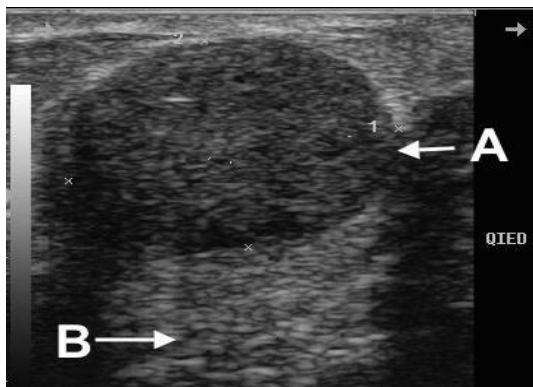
Aspect échographique d'un fibroadénome (A) avec un renforcement postérieur des échos(B).
